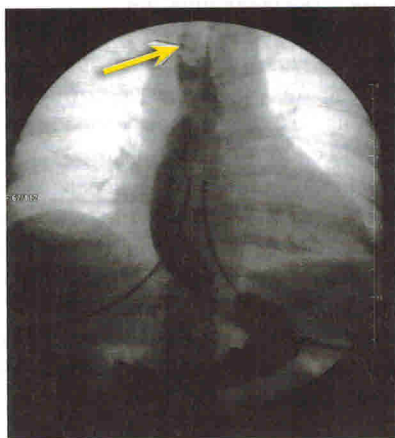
Пациентка Г. Рентгеноскопия в прямой проекции стоя. Рефлюкс желудочного содержимого до верхней трети пищевода. Стрелкой указана верхняя граница уровня
